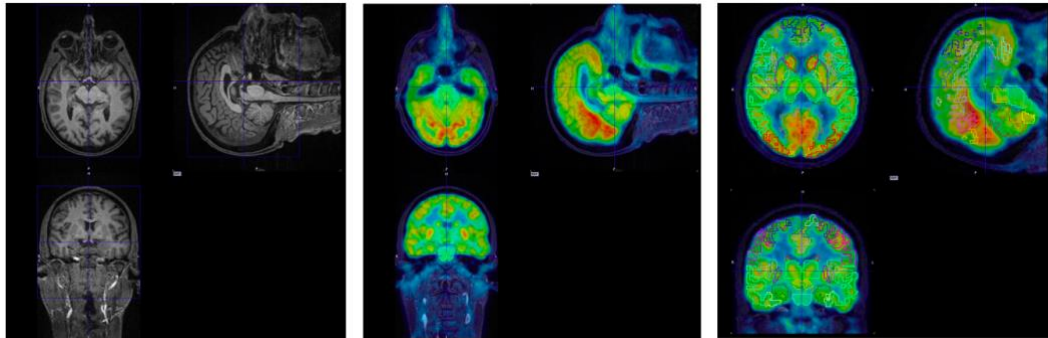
Fusione di una scansione PET e RM mediante software PMOD (da sinistra: RM; PET; PET con segmentazione).
